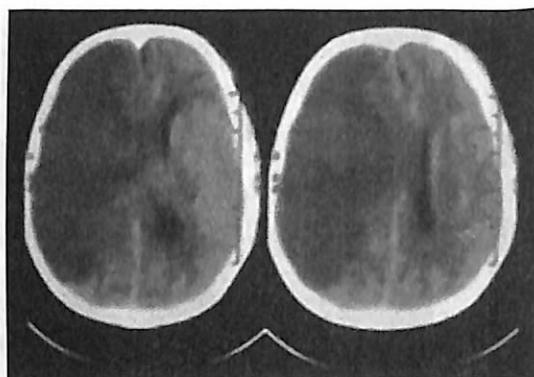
КТ головного мозга, Т1-взвешенное изображение. Цитотоксический отек при обширном ИИ в бассейне правой средней мозговой артерии, смещение срединных структур.
